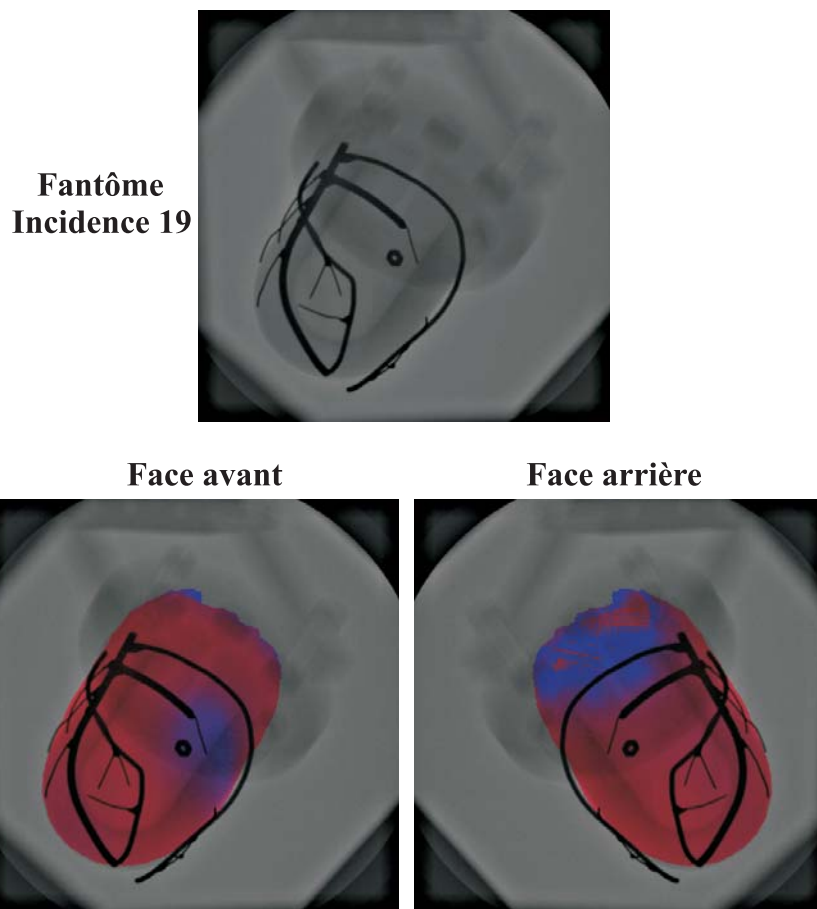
Images de fusion obtenues après l'application des paramètres de recalage sur l'image de tomoscintigraphie pour l'incidence 19 qui représente le profil gauche ($OAD = -90^\circ$, $CRA = 0^\circ$).
